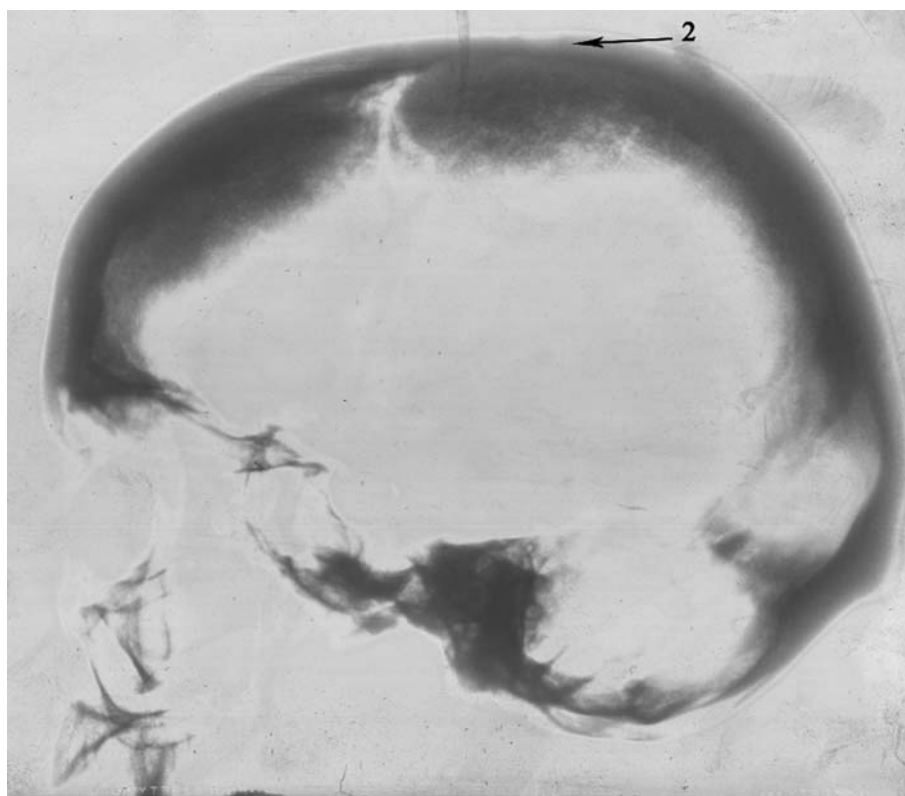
Рентгенограмма черепа с трепанацией
